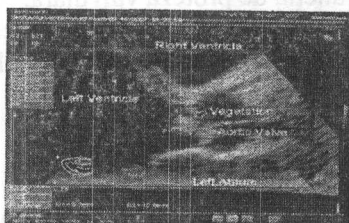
Modificările ecocardiografice la pacienții cu EI.
